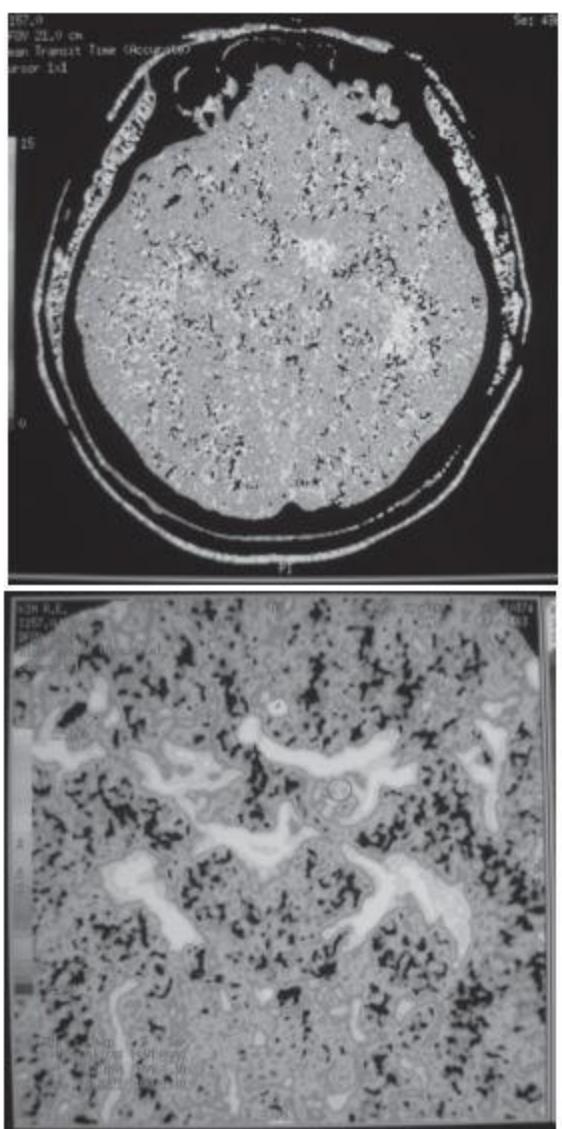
КТ перфузия головного мозга больного К. от 22.10.08 г.
